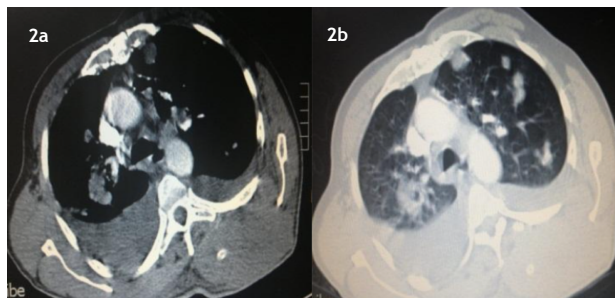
TAC de tórax, cortes axiales. a. Ventana de mediastino, se observa masa escapular izquierda y derrame pleural bilateral. b. Ventana de pulmón, se observan varios nódulos pulmonares sólidos, bilaterales.
